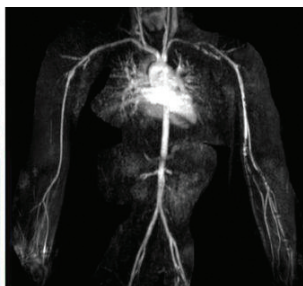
Magnetic resonance angiography (MRA) showing right and left axillary artery fusiform aneurysm and a right common iliac artery aneurysm.
